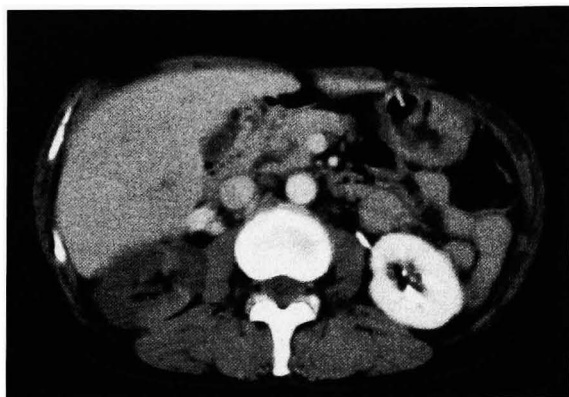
An initial CT scan demonstrated hypoperfusion of the right kidney.
